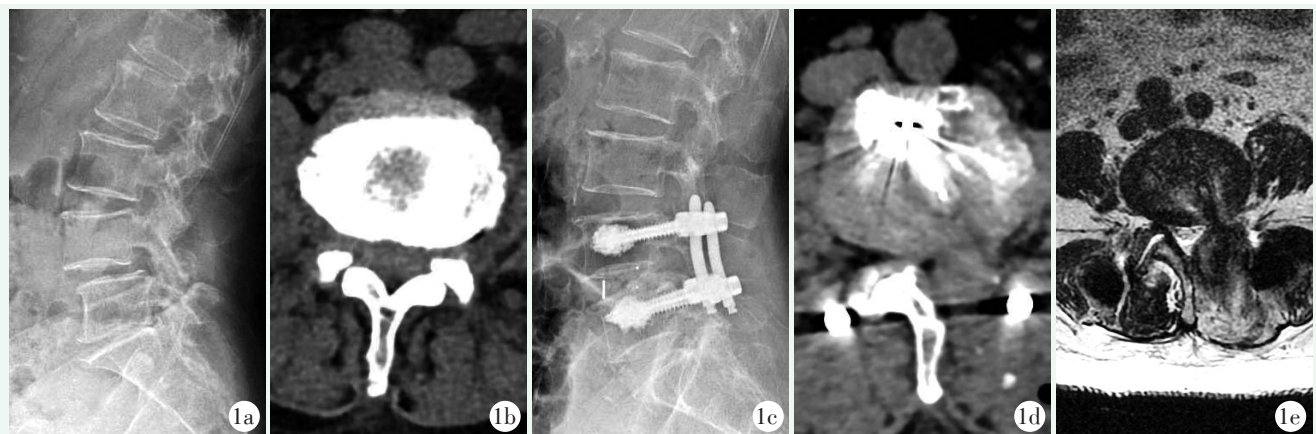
患者女性, 69 岁。1a: 术前侧位 X 线片示 L₄ 椎体向前 I 度滑脱; 1b: 术前横断面 CT 示 L_{4/5} 椎间盘突出, 关节突内聚、椎管狭窄, 硬膜囊及神经根受压; 1c: 术后 6 个月侧位 X 线片示椎体完全复位, 骨水泥分布及螺钉位置良好, 融合器在位; 1d: 末次随访横断面 CT 示部分椎板、关节突切除, 椎管容积恢复; 1e: 末次随访 MRI 示椎管面积恢复, 硬膜囊及神经根压迫解除。
